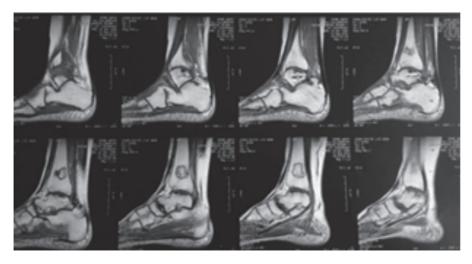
Resonancia magnética del tobillo derecho
